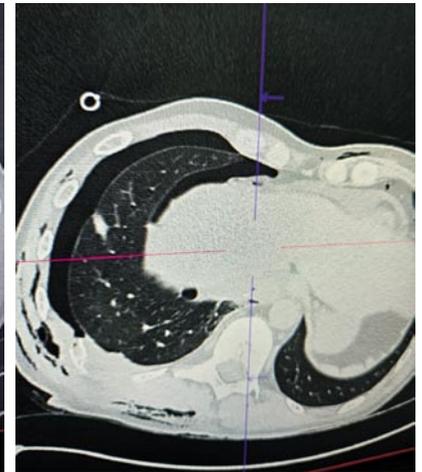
МСКТ грудной клетки с ПОРГ, сохраняющимся гемопневмотораксом после неадекватного дренирования плевральной полости справа.
